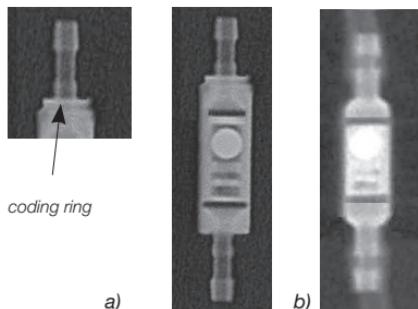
X-ray image of the gravitational unit
